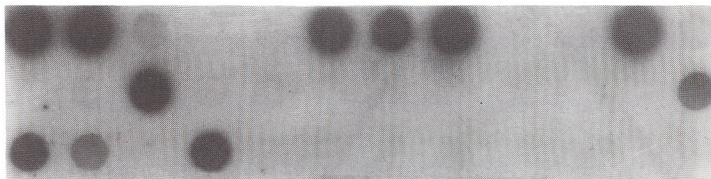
Oligotipagem DRB genérico; auto-radiografia de filtros com 36 amostras, após hibridação com SSO 7004 (DR3).
